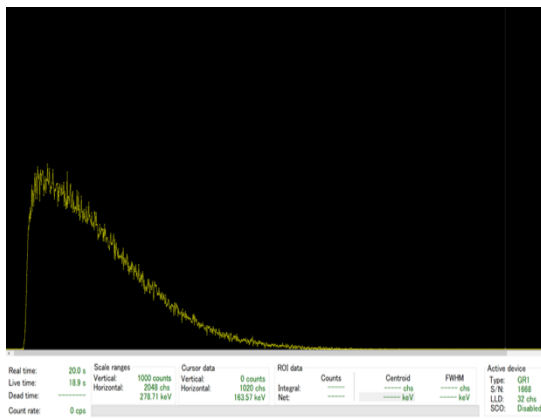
半導体検出器を用いた X 線 CT 装置の散乱スペクトル。
